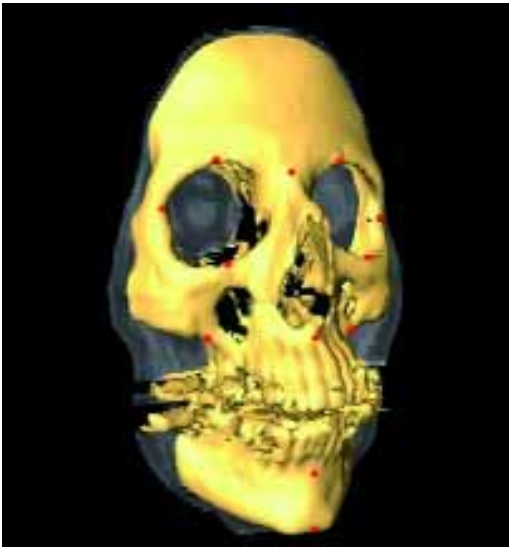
Aus den CT-Schichten generiertes Oberflächenmodell des Viserokraniums mit manuell festgelegten anatomischen Messpunkten
